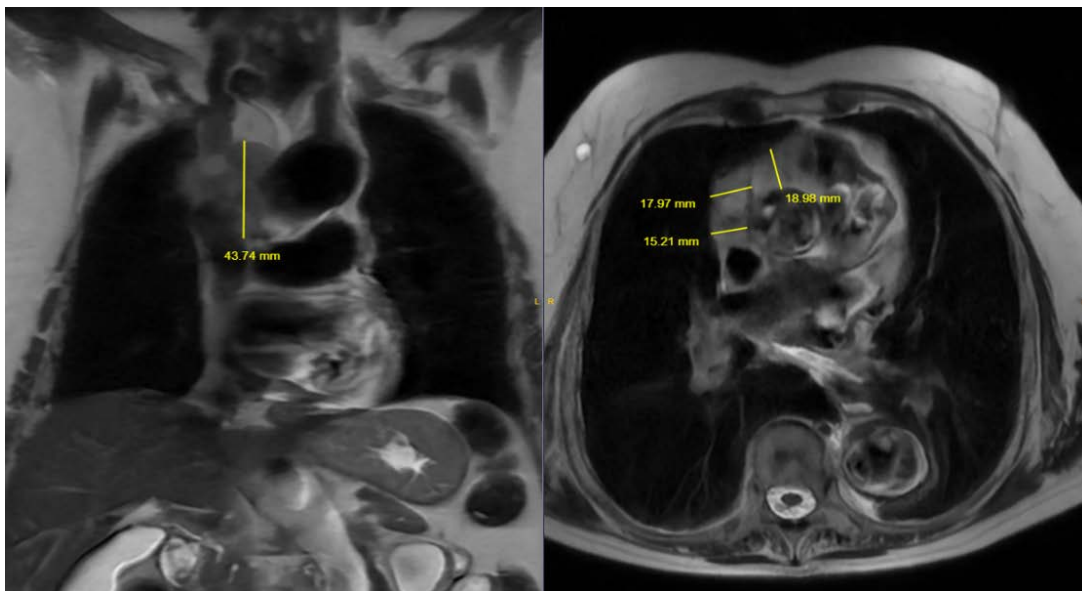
RM. Masa de tejidos blandos de aspecto infiltrativo, con adenopatías hiliares derechas.
